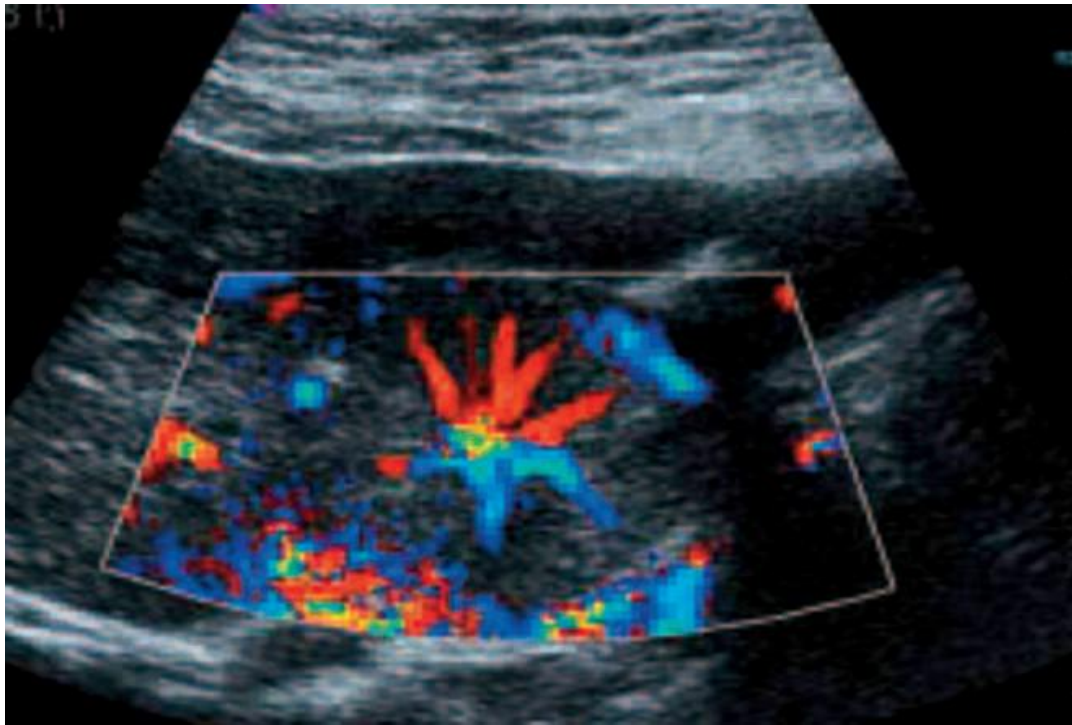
Aspect en « rayon de roue » d'une Hyperplasie Nodulaire Focale typique. L'écho Doppler couleur montre une artère centrale alimentant des vaisseaux à distribution radiaire. J Radiol 2007;88
